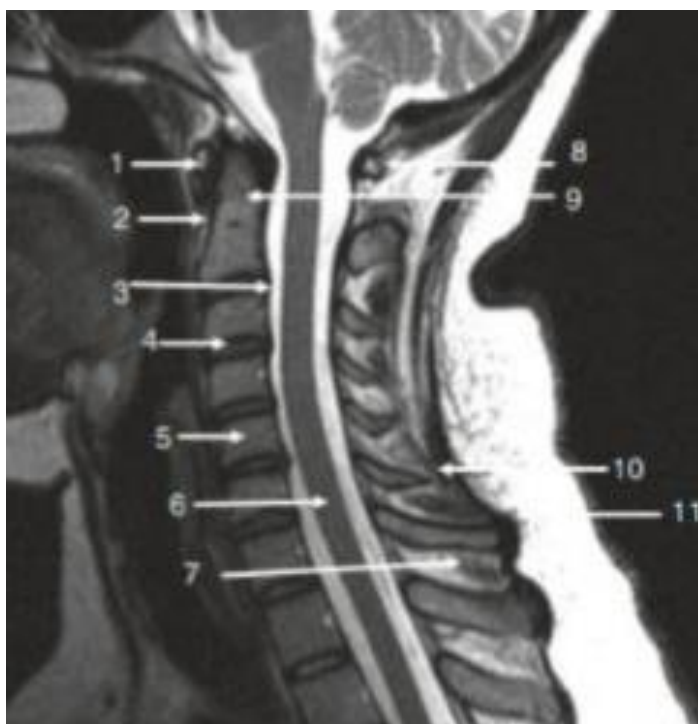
Médula espinal en resonancia magnética señalada con el número 6. Corte sagital en secuencia T2 de la columna cervical donde se señalan diferentes estructuras. 1: Arco anterior de C1. 2: Ligamento longitudinal anterior. 3: Ligamento longitudinal posterior. 4: Disco. 5: Cuerpo vertebral. 6: Médula espinal. 7: Ligamento interespinoso. 8: Arco posterior de C1. 9: Apófisis odontoides. 10: Apófisis espinosa. 11: Ligamento supraespinoso. Fuente: MRI of the Spine. Springer Nature. 2020. (5)
